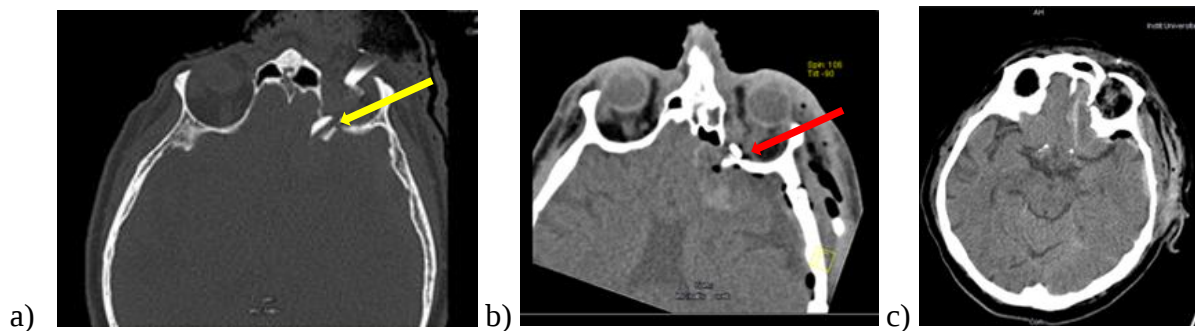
a) Kraniales CT, Knochenfenster, sichtbar sind durch die linke Orbita nach intrakraniell eindringende hyperdense Glasfragmente (gelber Pfeil). b) Postoperatives CT nach Kraniotomie, Entfernung des FK und Inspektion der Orbita, an der hinteren Orbitawand kommt ein verbliebenes Glasfragment zur Darstellung (roter Pfeil). c) Kontroll-CT nach Revision der linken Orbita durch MKG-Chirurgie, es sind keine FK im betroffenen Bereich darstellbar.
